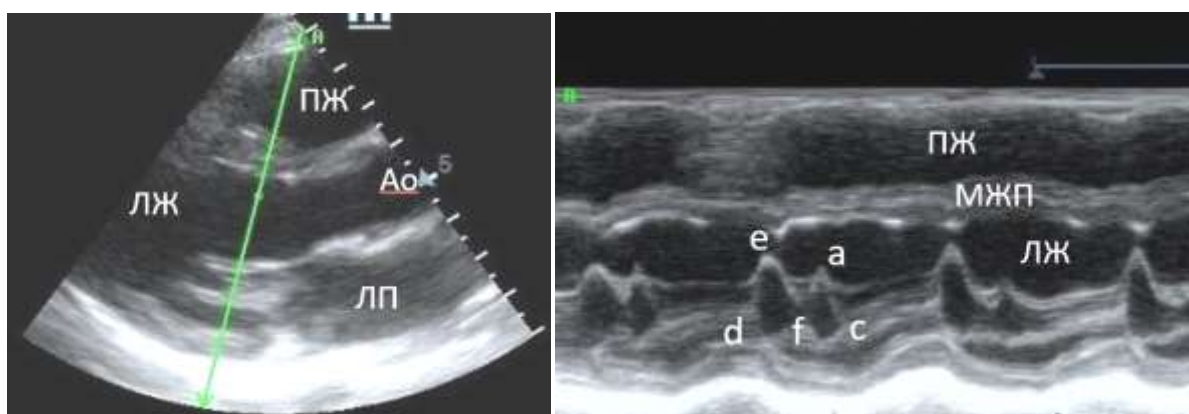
Эхокардиография. В-режим (слева) и М-режим (справа). М-режим отображает смещение во времени структур, расположенных вдоль выбранной на В-режиме линии. В данном случае она проходит через створки митрального (левого атриовентрикулярного) клапана
